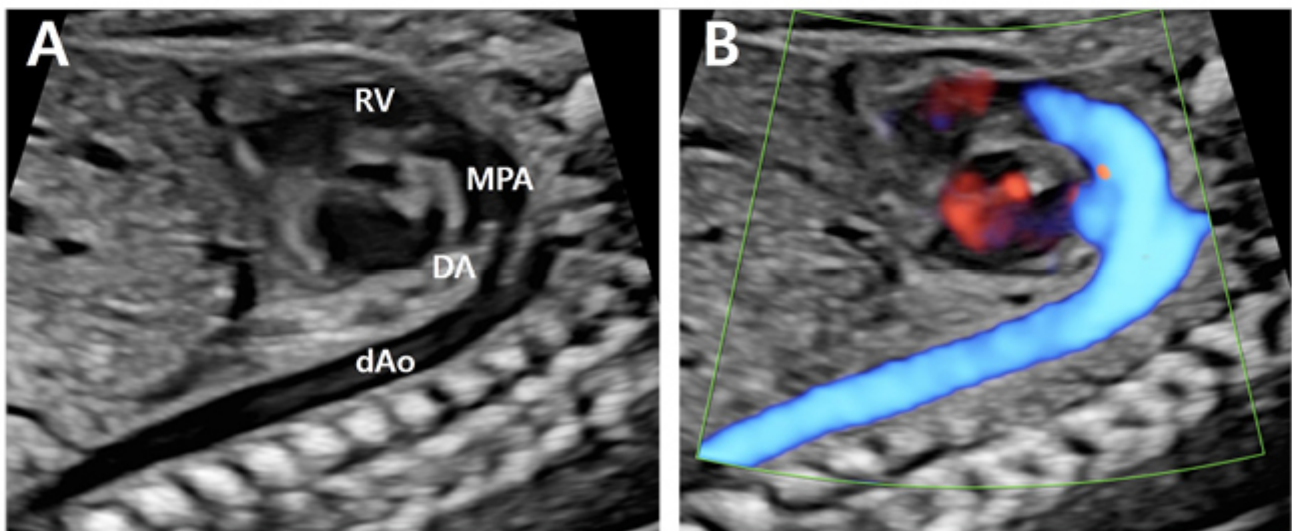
(A) Ductal arch view, (B) Color doppler of ductal arch view, ductus arteriosus (DA), descending aorta (dAo), main pulmonary artery (MPA), right ventricle (RV).
